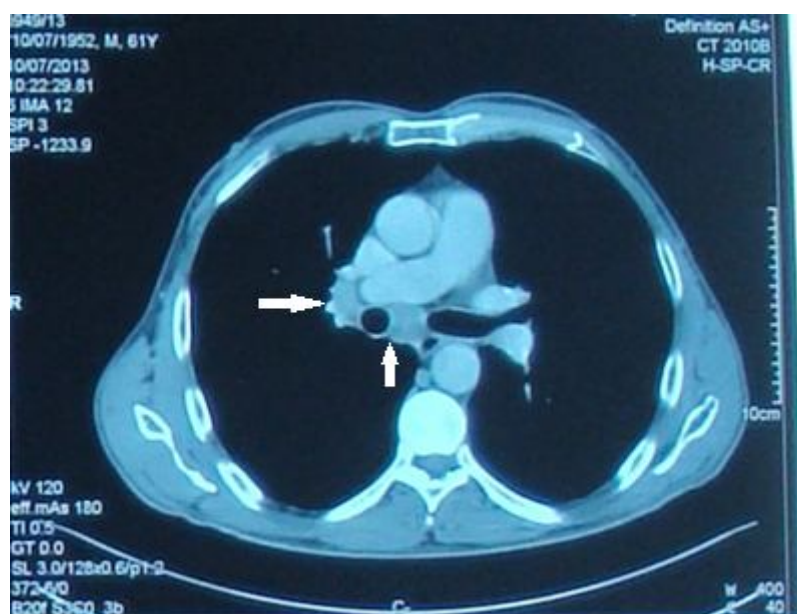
TDM thoracique montrant des adénopathies médiastinales
